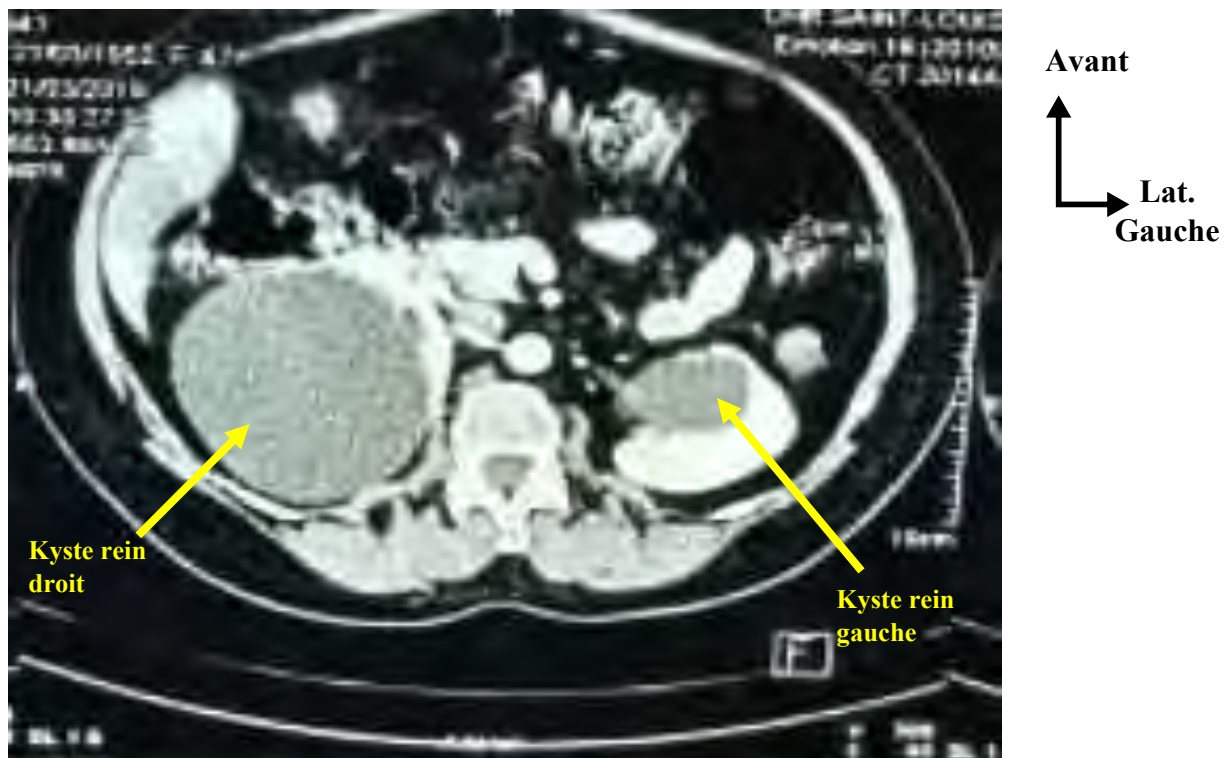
Image TDM de kystes de 80 x 77 mm cortico-médullaire du pôle supérieur du rein droit et 54 x 44 mm médio-rénale parapyélique gauche Bosniak I chez un patient de 67 ans.
